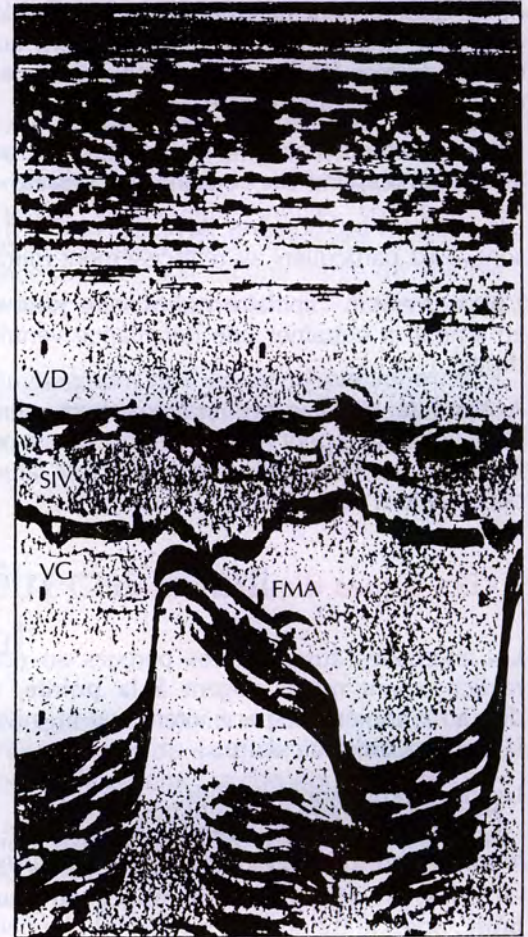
Aspect échocardiographique d'un rétrécissement mitral. Tracé en mode M (reproduit avec l'autorisation du Dr J.-C. Farcot).
